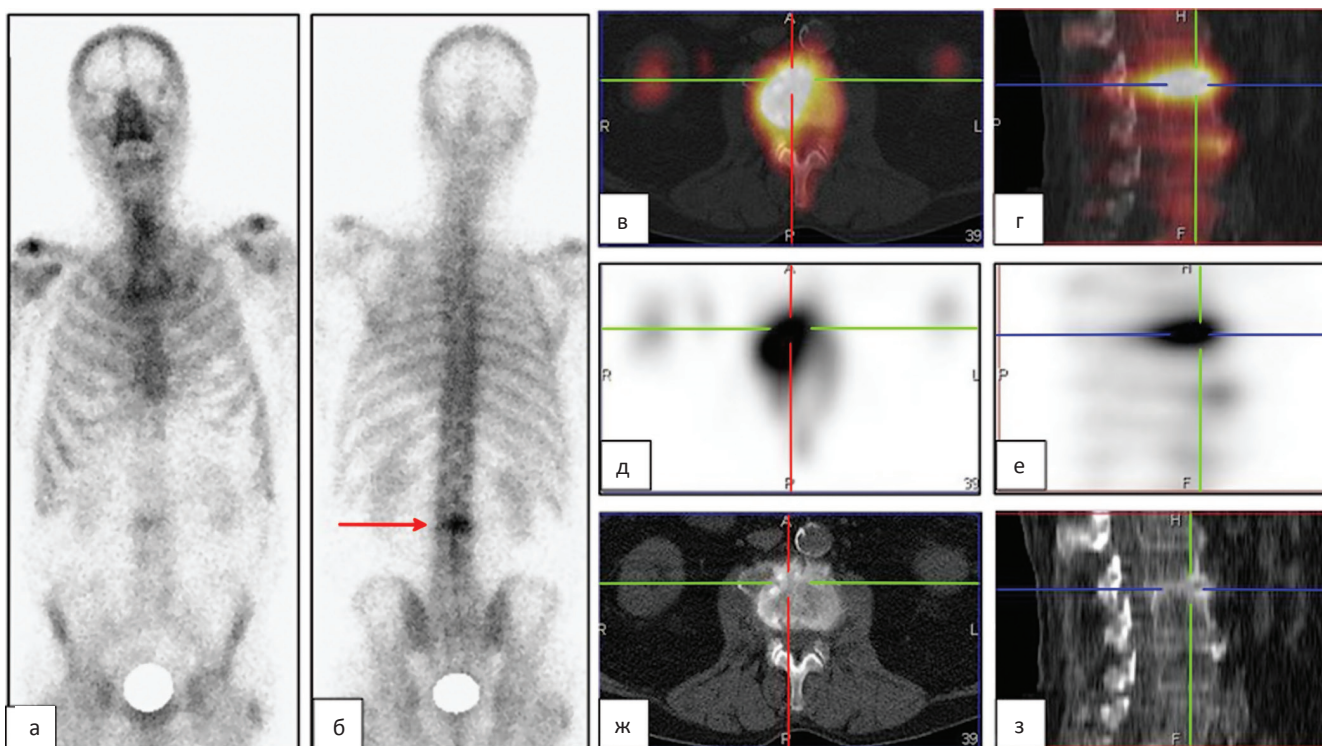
На остеосцинтиграммах в передней (а) и задней (б) проекциях определяется очаг гипераккумуляции РФП в поясничном отделе позвоночника (стрелка). В анамнезе рак предстательной железы. Состояние после орхидэктомии и гормонотерапии касодексом. На ОФЭКТ/КТ-срезах, представленных в аксиальных (в, д, ж) и сагитальных (г, е, з) проекциях, определяется очаг повышенного накопления РФП в области межпозвоночного диска L₂/L₃. Межпозвоночная щель сужена. Гипераккумуляция РФП при ОФЭКТ (д, е) проецируется на массивные передние краевые остеофиты (ж) и компремированный и оссифицированный межпозвоночный диск (з)
